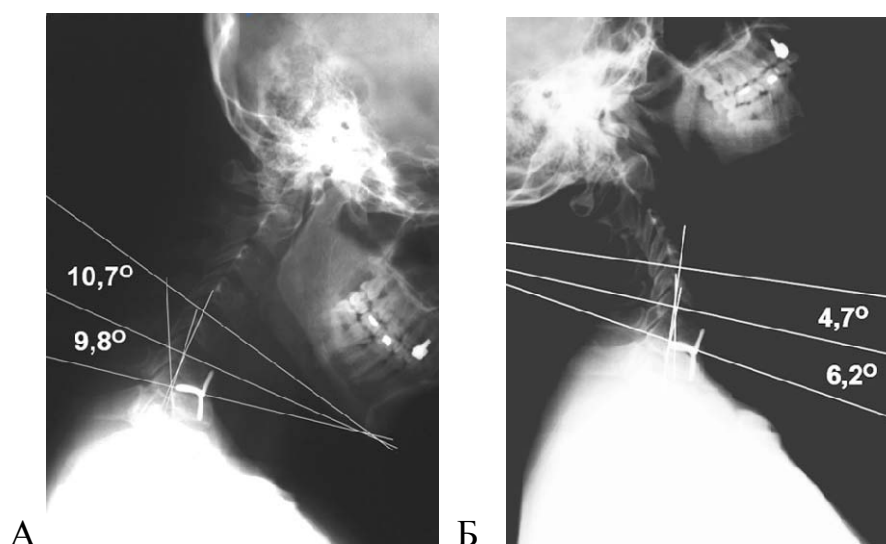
Больной Г., 56 лет. Функциональные рентгенограммы при флексии (А) и экстензии (Б) после резекции диска и установки эндопротеза
